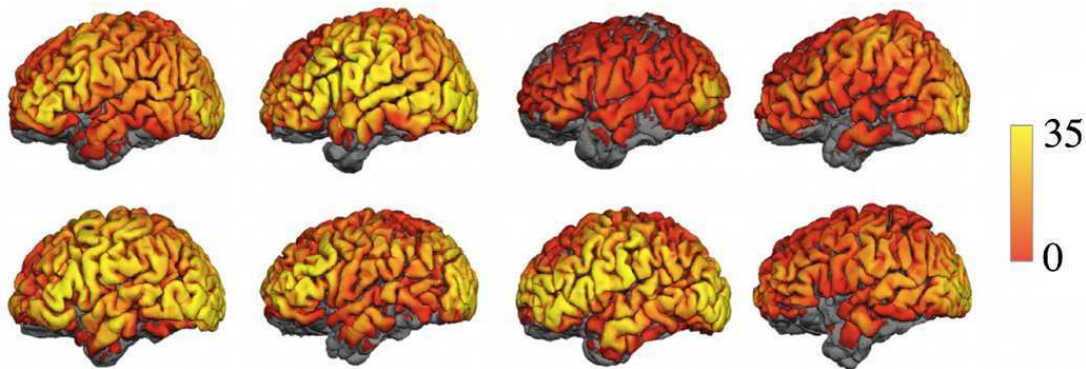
Images de Tomographie Optique Diffuse *in vivo* sur 8 cerveaux humains, en échelle de rapport contraste-sur-bruit. D'après [11].
